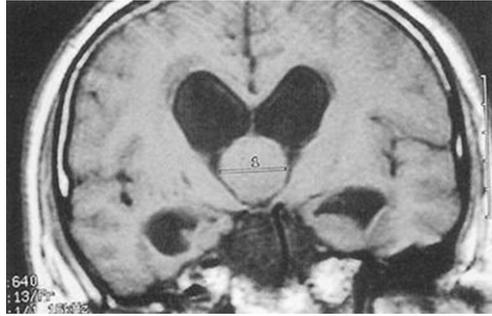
IRM séquence T1. Kyste colloïde du troisième ventricule avec dilatation des ventricules latéraux.
